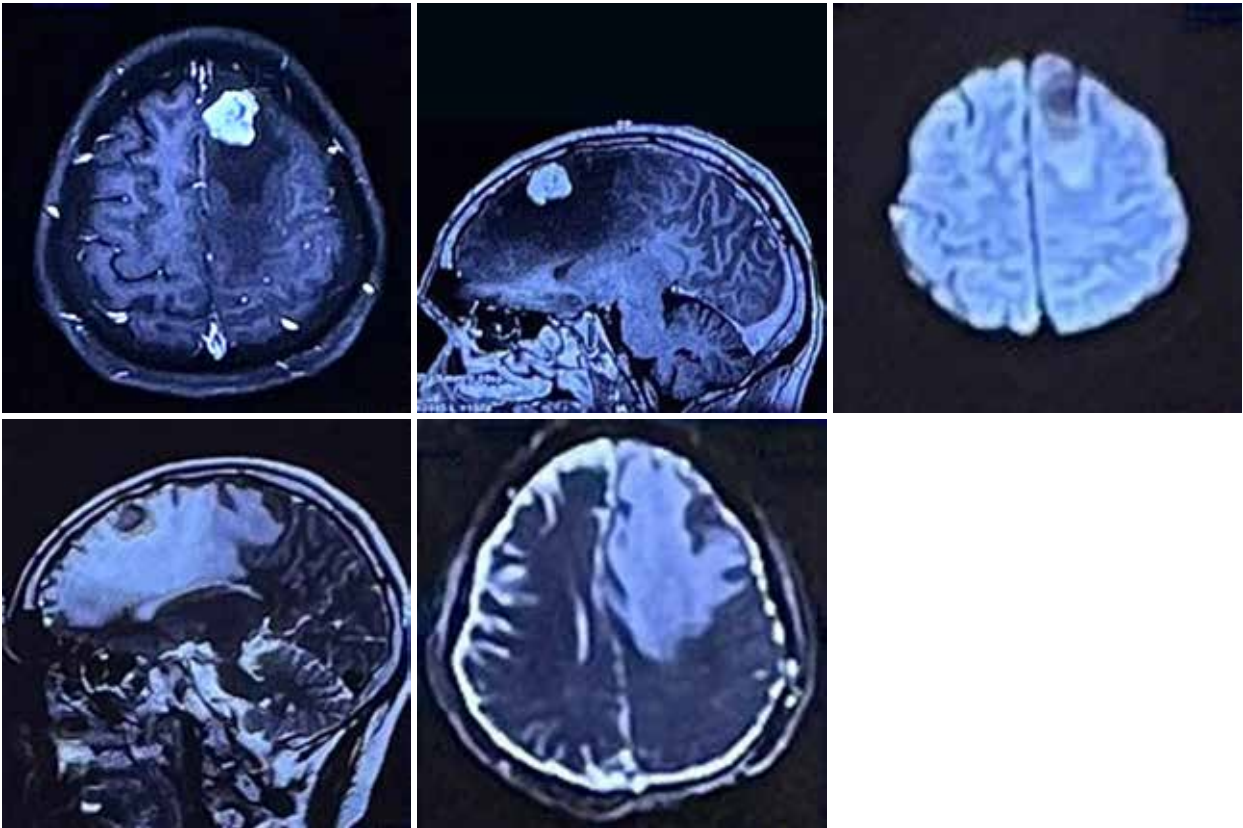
MRI images show a well-defined, intensely enhancing lesion in the left frontal lobe (superior frontal gyrus and extending into the middle frontal gyrus) with hyperperfusion
